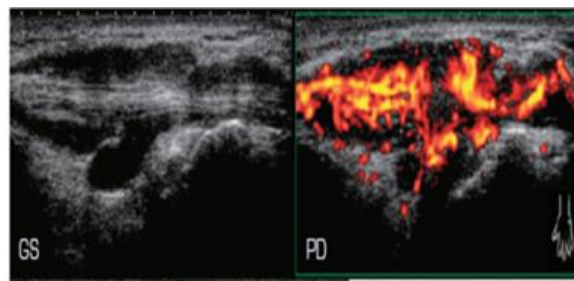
腱鞘滑膜炎を認めたRA(+)患者の関節超音波画像
